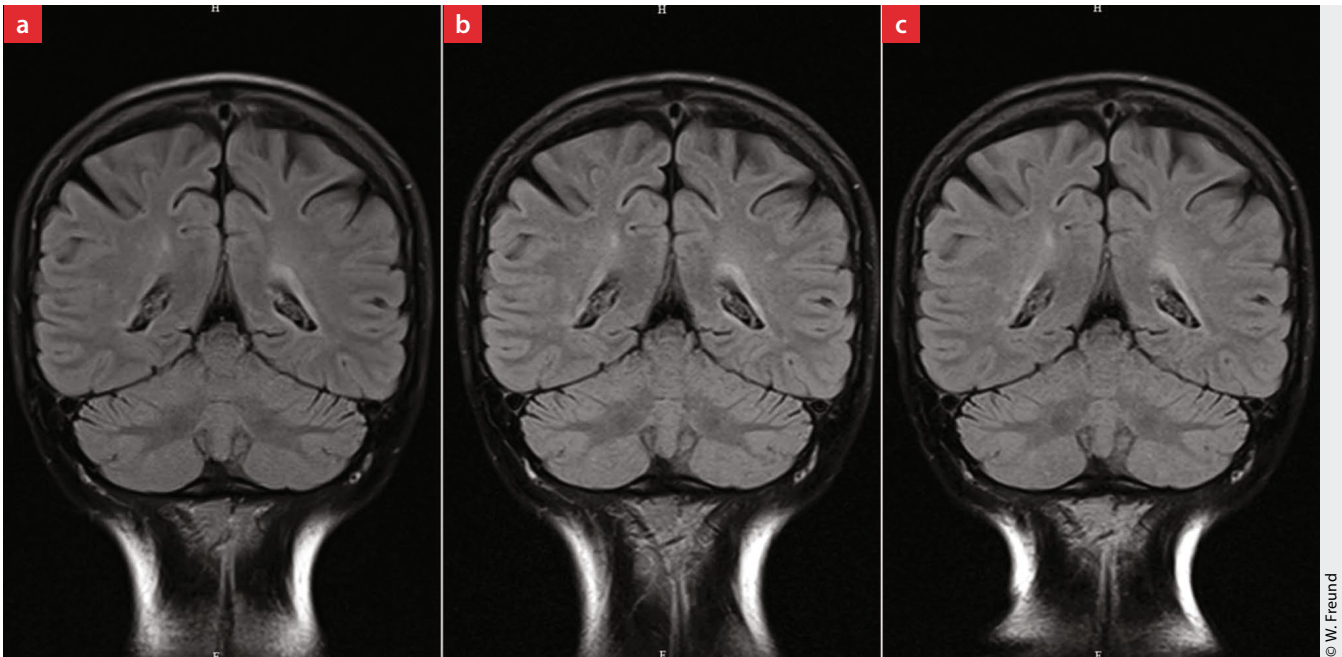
MRT-Aufnahmen FLAIR-Wichtung koronar, immer die gleiche Schicht. Von a bis c chronologischer Verlauf. a: Vor der Hautveränderung im Oktober 2019; b: Zeitpunkt der Hautveränderung im Oktober 2020; c: im Verlauf der Hautveränderung im Oktober 2021.
